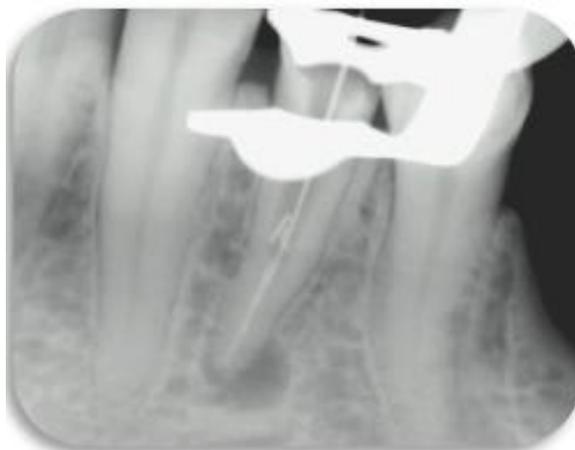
Primeira radiografia após a utilização do Endoguide, Lima manual kerr #20 transpondo instrumento fraturado.
